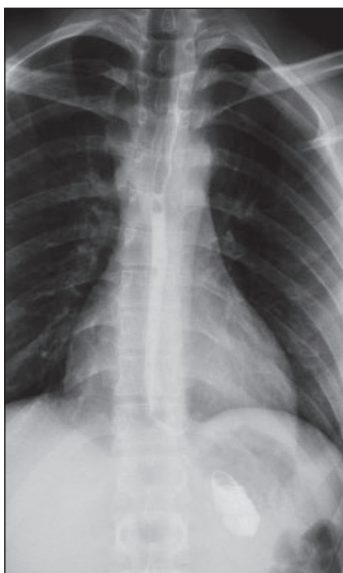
Рентгеноскопия пищевода с контрастированием: диаметр пищевода не превышает 9–10 мм на всем протяжении
